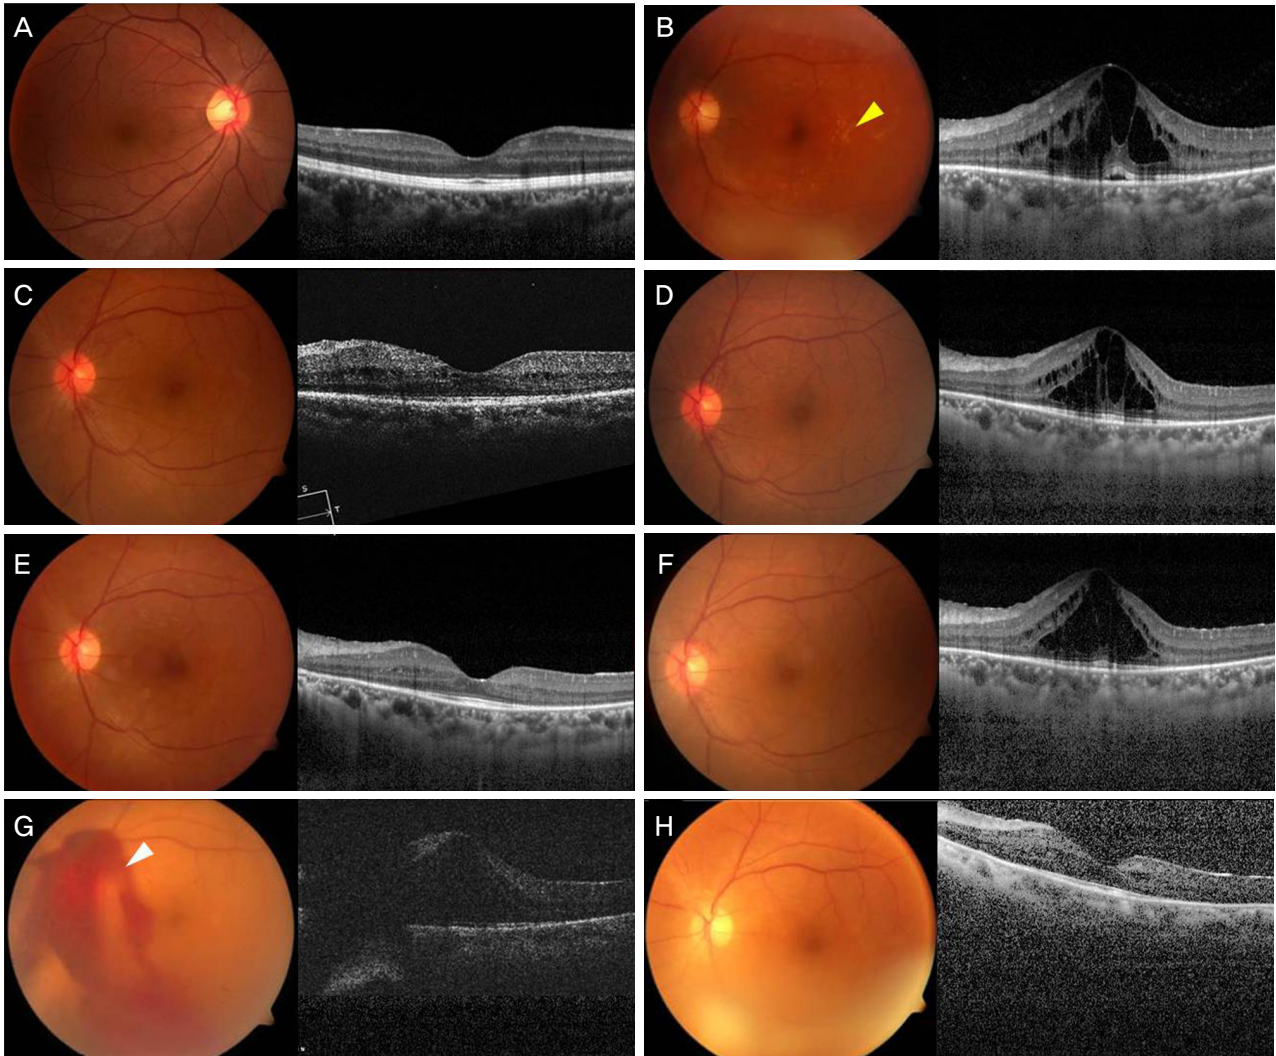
Serial changes of fundus color photographs and optical coherence tomography images of left eye. At the first visit, fundus color photograph showed normal fundus of right eye (A) and aneurysmal dilations and neovascularization along the retinal arterio-vascular tree and optic nerve head with intraretinal exudates (yellow arrowhead) on left eye (B). Optical coherence tomography image showed no macular abnormalities on right eye and macular edema combined with serous detachment of retina on left eye. At 2 month after first implantation, macular edema was reduced (C). At 3 months after first implantation, macular edema recurred and second implantation was performed (D). At 3 months after second implantation, complete resolution of macular edema showed and pan-retinal photocoagulation was performed (E). Macular edema recurred at 4 months after second implantation and third implantation was performed (F). At 3 months after third implantation, pre-retinal hemorrhage and macular edema appeared and fourth implantation was performed (white arrowhead) (G). At 2 months after fifth implantation, macular edema got resolved and a moderate cataract was observed (H).
